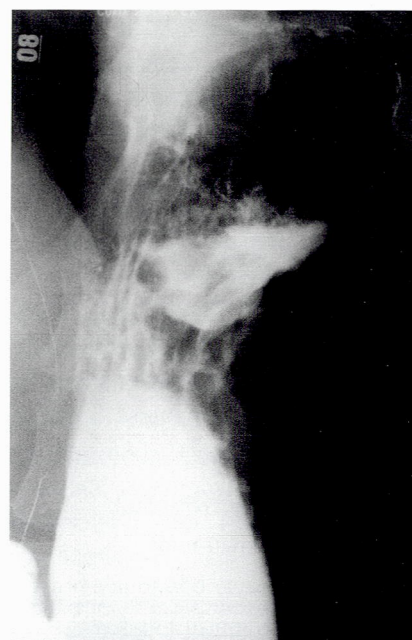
Рентгеноскопия желудка
